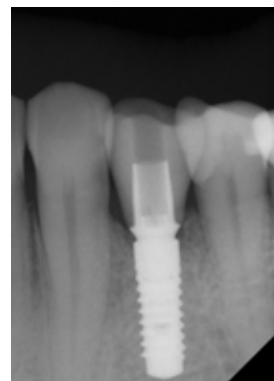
Postprothetisches Einzelzahnrontgenbild.
